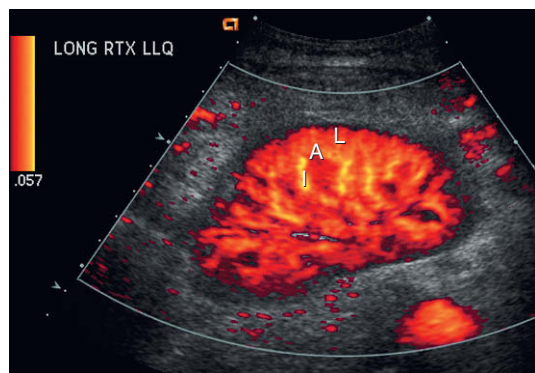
Imagen longitudinal de Doppler energía de un riñón trasplantado normal. Con los parámetros ajustados a un nivel muy sensible, se puede percibir flujo en arterias interlobar (I), arciforme (A) e interlobular (L) hasta la superficie capsular del riñón. Se trata de un hallazgo normal e indica buena perfusión renal con resistencia normal al flujo entrante.
